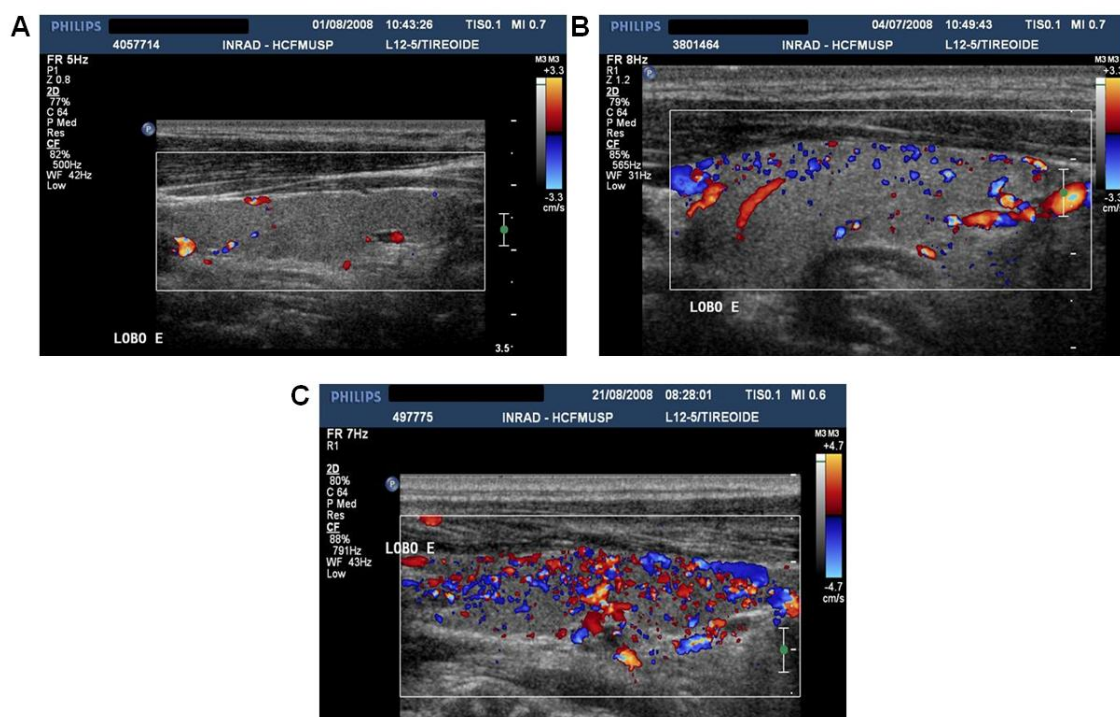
Vascularização de parênquima tireoidiano em pacientes com infecção crônica por VHC no exame de ultra-sonografia de tireóide com Doppler colorido. A, Padrão I, representa fluxo sanguíneo no parênquima com distribuição irregular ou heterogênea. B, Padrão II, representa leve aumento no sinal do fluxo sanguíneo com distribuição irregular. C, Padrão III, representa aumento importante do fluxo sanguíneo com distribuição difusa e homogênea.
